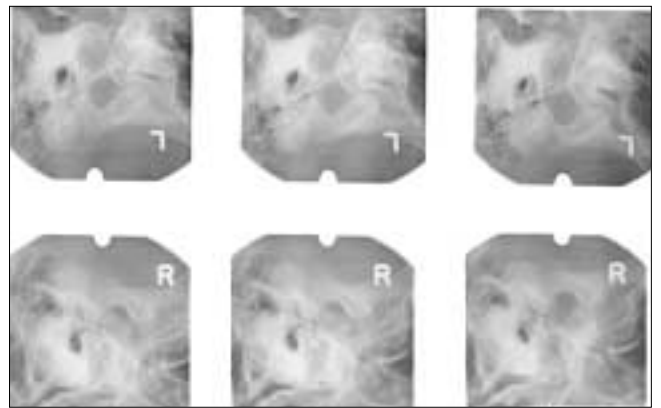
TMJ tomography shows limitation of condylar translation on both TMJs.
